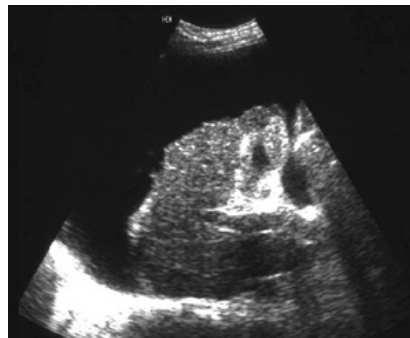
Ecografía abdominal: el hígado está retraído y marcadamente disminuido de tamaño. La superficie es irregular y nodular. Hay abundante ascitis que rodea al hígado que aparece inmerso en líquido.
